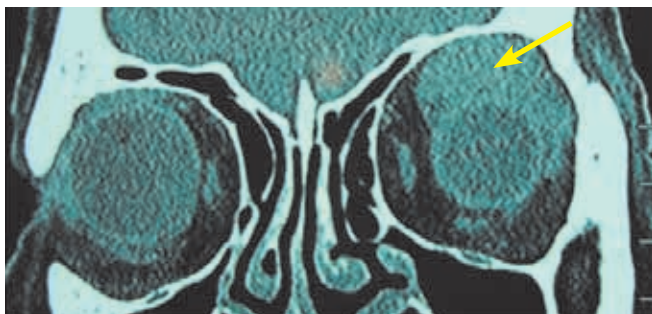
КТ Орбиты. Опухолевая ткань (указана стрелкой)
